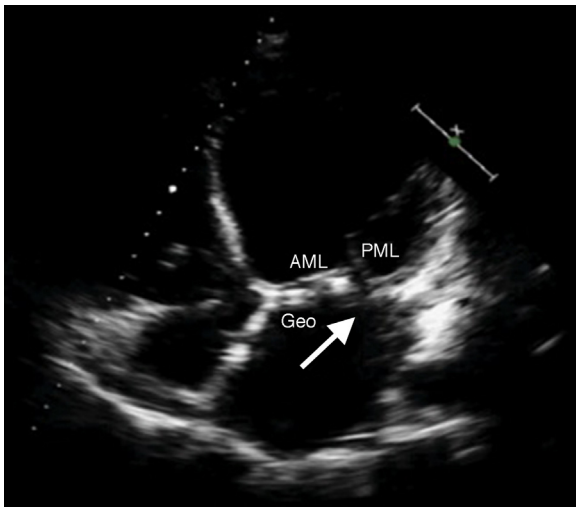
Imagen de ecocardiografía transtorácica en la que se aprecia dehiscencia de la prótesis a nivel posterior del anillo mitral (flecha).
